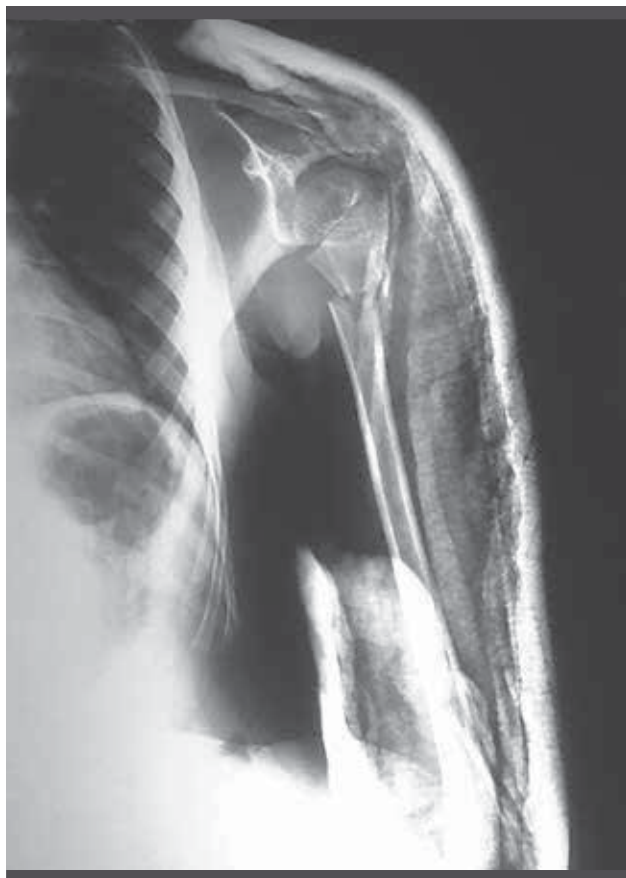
Radiografía anteroposterior de húmero a las tres semanas de evolución de la fractura. Se realizó reducción cerrada y colocación de férula en pinza y posterior braquipalmar.
